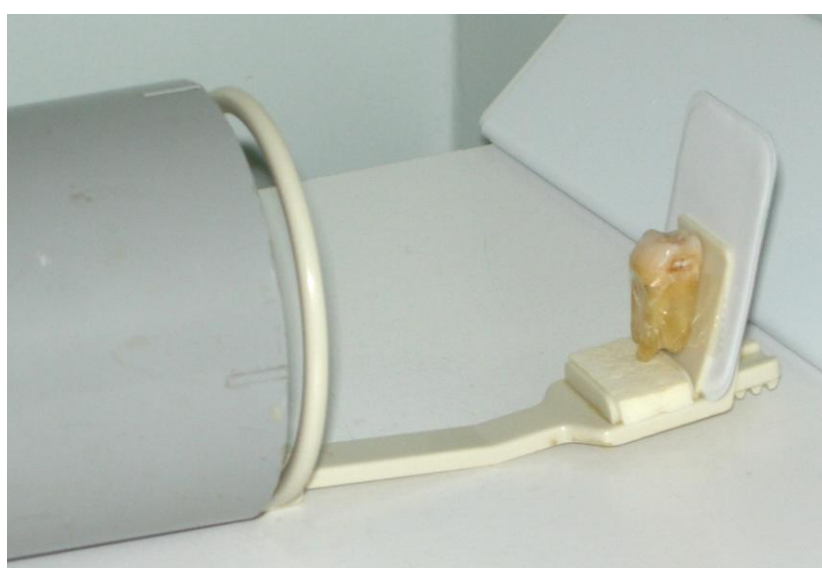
Posicionamento dos dentes para a tomada radiográfica, feita perpendicular ao longo eixo do dente (*bitewing*).
